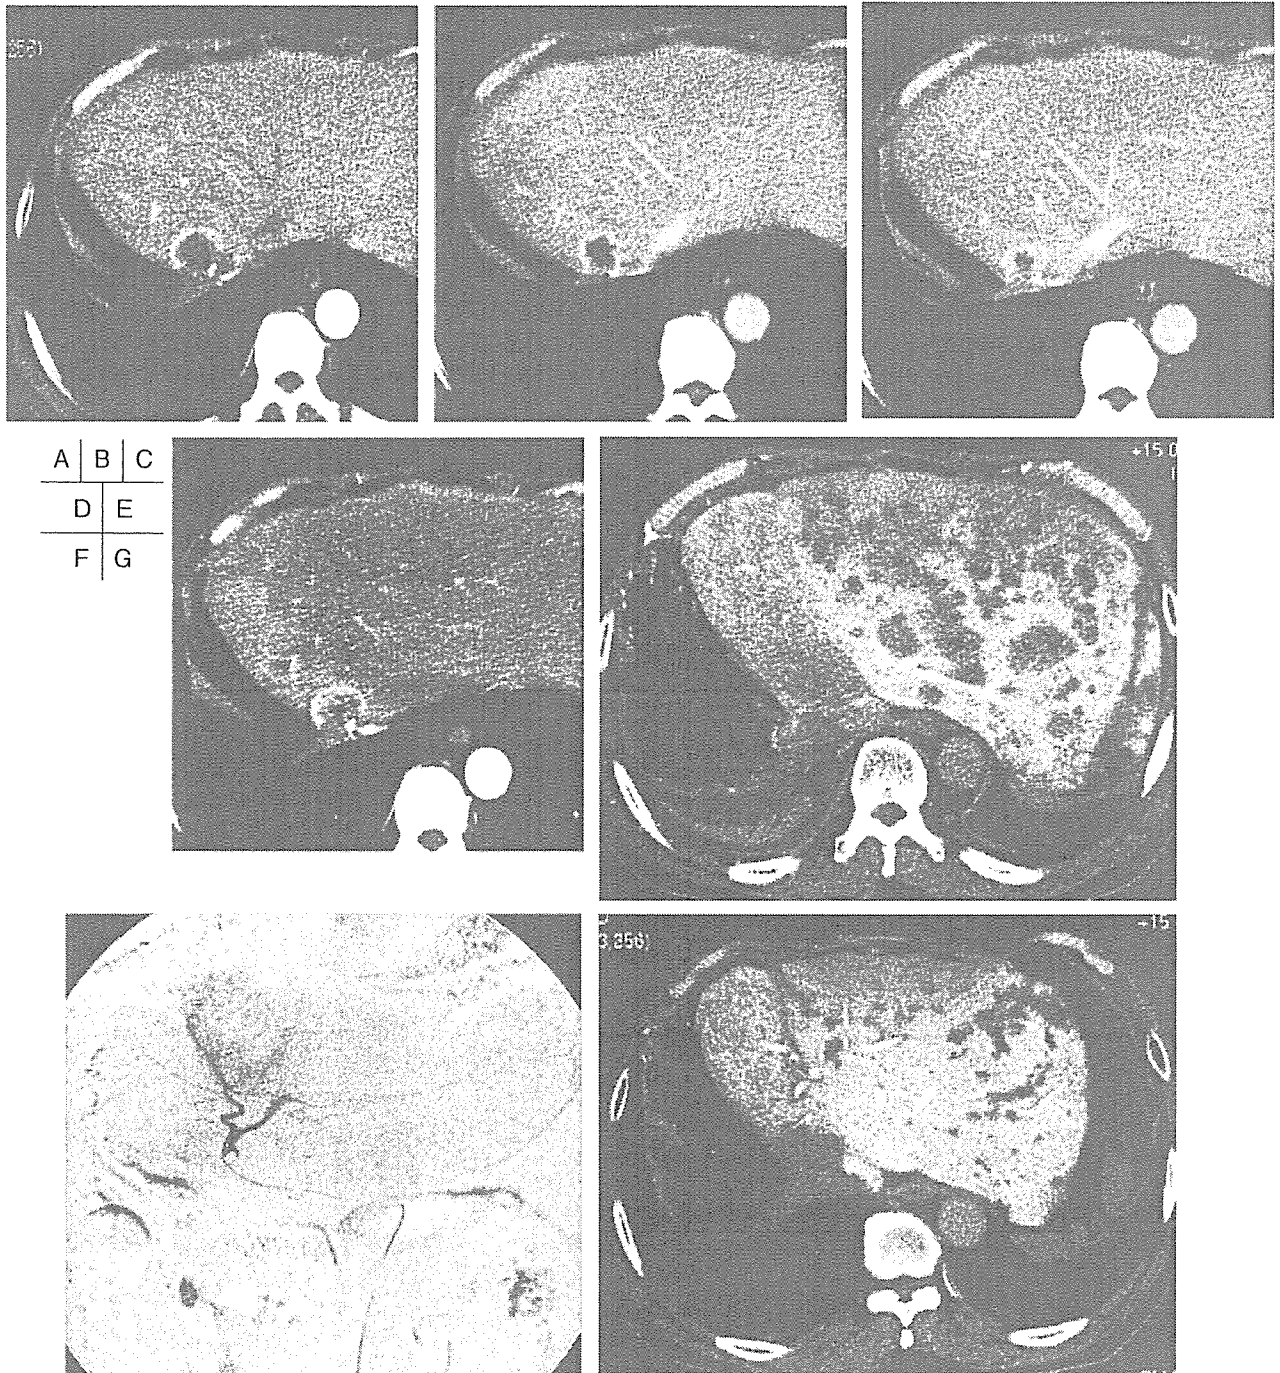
64歳，男性．肝内胆管癌の診断にて肝右葉切除術を施行．1年4カ月後，CTにて下大静脈浸潤を伴う再発と診断された．
